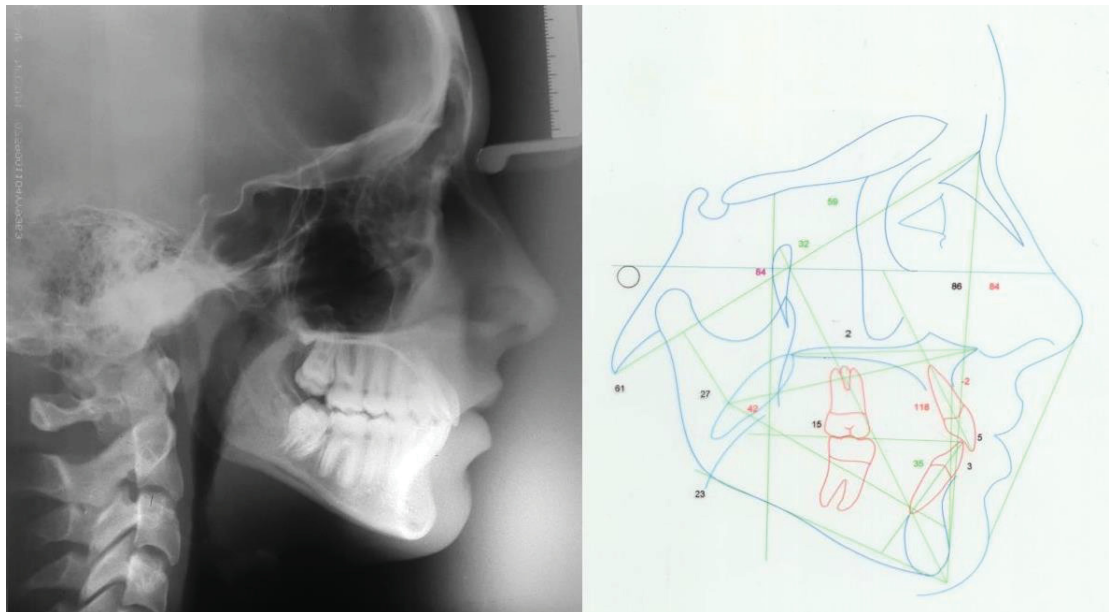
Telerradiografia do perfil e traçado cefalométrico da paciente pós-tratamento ortodôntico.
